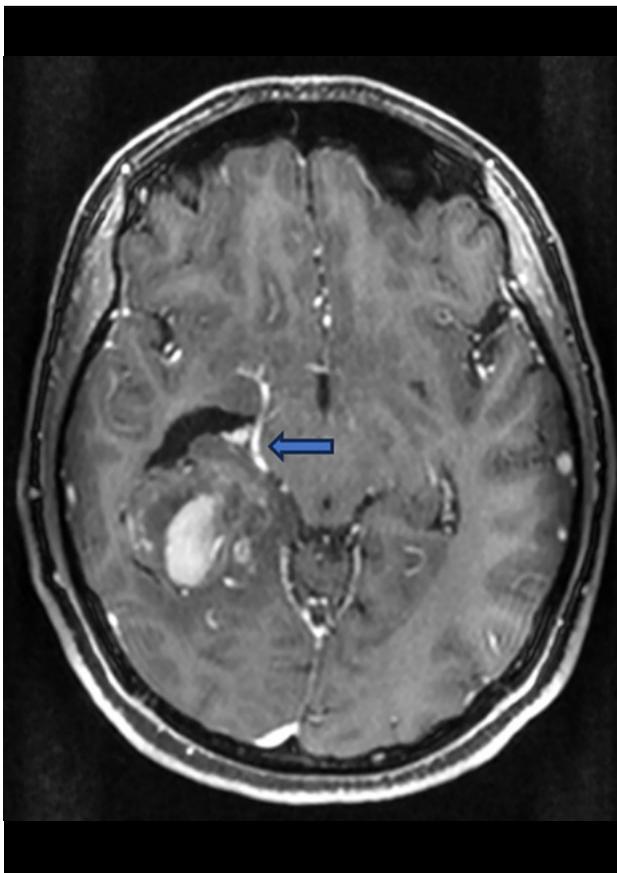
RM: corte axial en T1 con gadolinio, donde se observa una posible relación de la masa tumoral con la arteria cerebral posterior derecha (o alguna de sus ramas) hacia el borde medial de la lesión (flecha azul).
